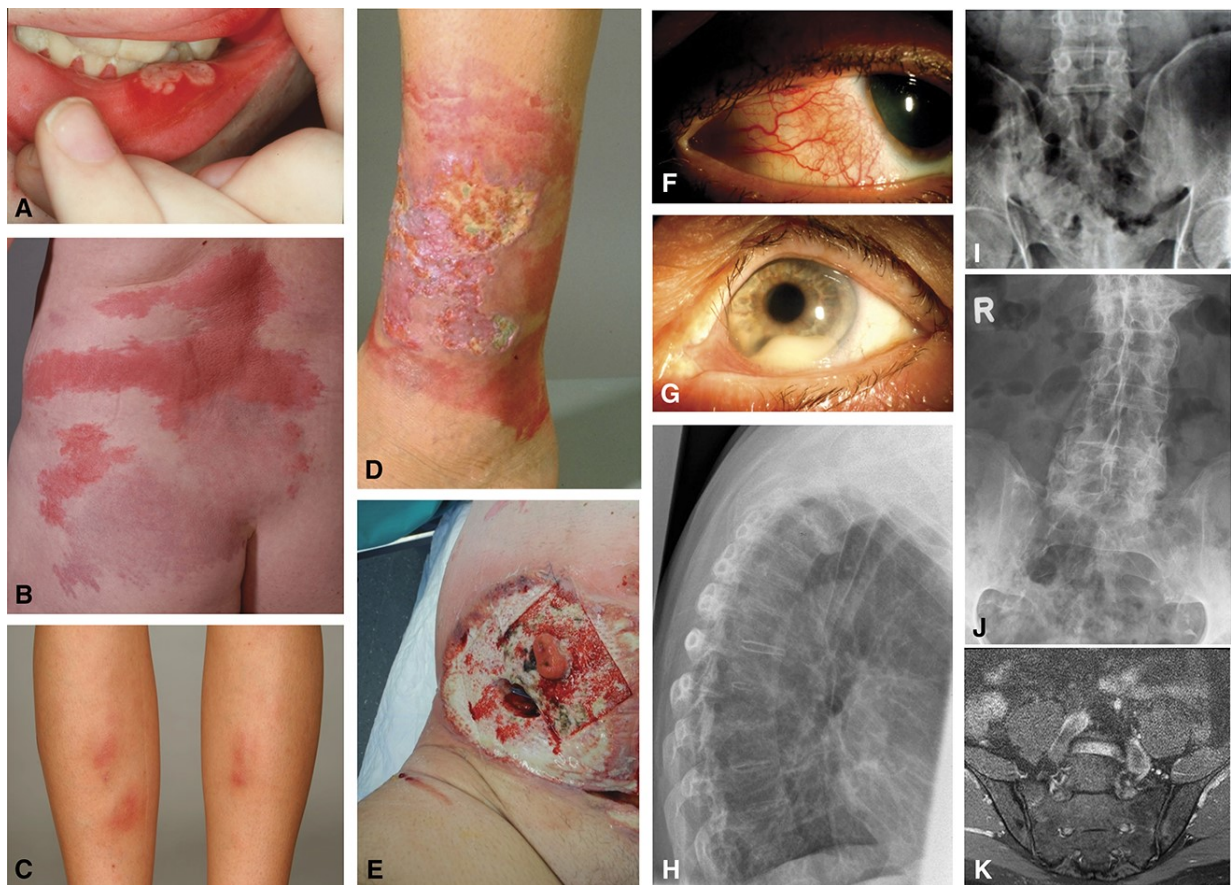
Extraintestinale Manifestationen chronisch entzündlicher Darmerkrankungen. (A) Orale Aphten, (B) Sweet Syndrom, (C) Erythema nodosum, (D) Pyoderma gangrenosum, (E) Peristomale Pyoderma gangrenosum, (F) Episkleritis, (G) Uveitis, (H) Syndesmophyten (konventionelle Röntgenaufnahme der Wirbelsäule), (I) bilaterale Sacroiliitis (Röntgenbild der Iliosakralgelenke), (J) bilaterale Ankylose (Röntgenbild des Kreuzbeins), (K) chronisch entzündliche Veränderungen (Magnetresonanzaufnahme der Iliosakral-Gelenke)
